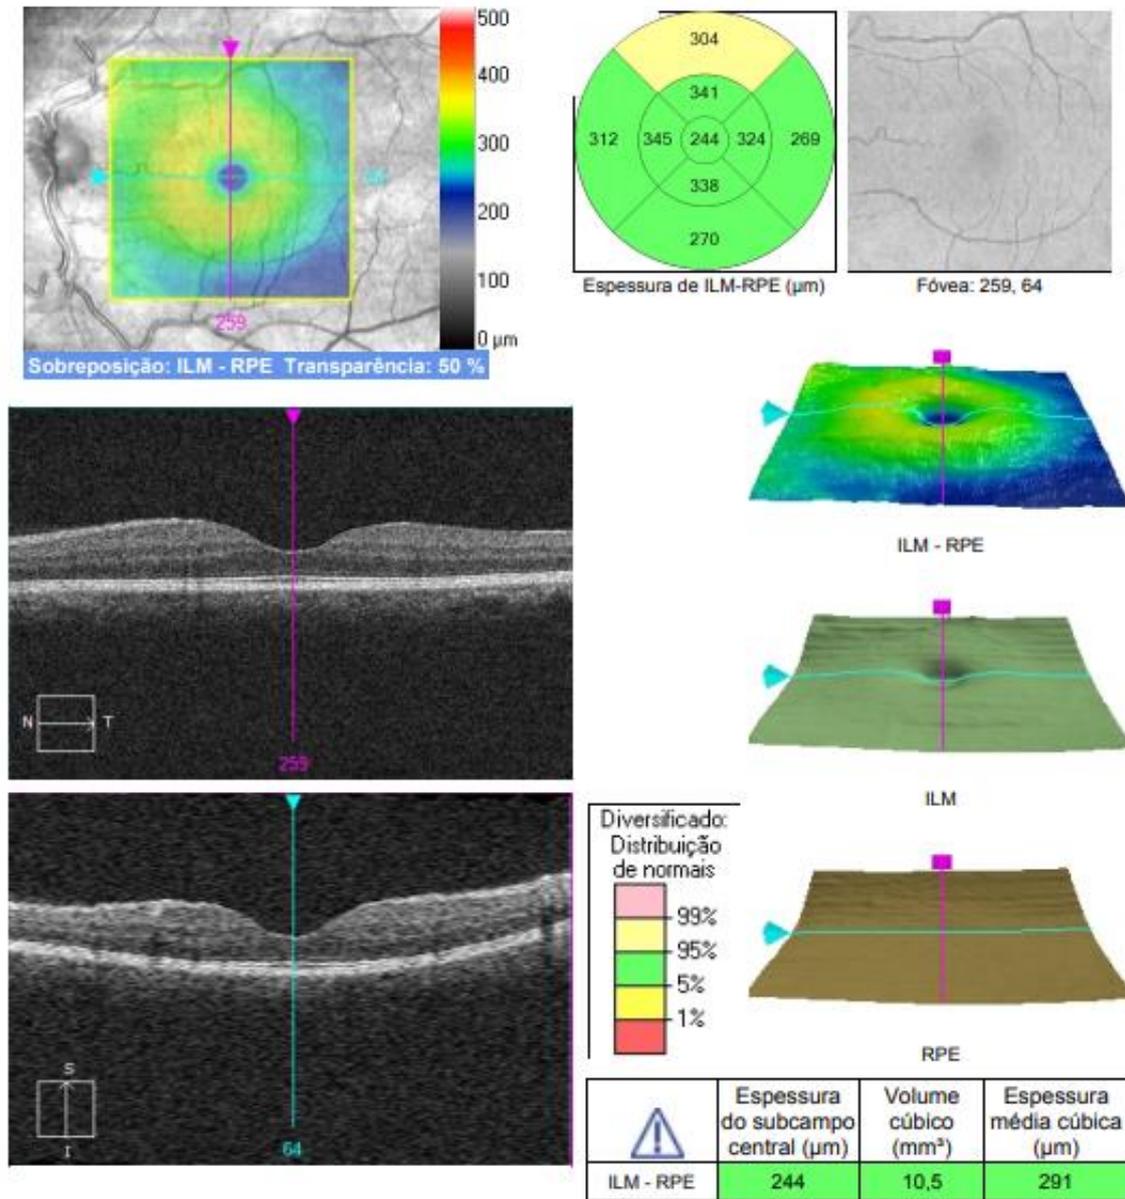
Tomografia de Coerência Óptica de mácula de aspecto normal (olho esquerdo).
